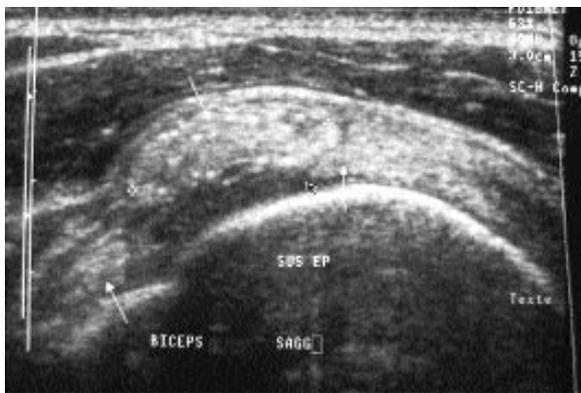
Calcification échographique sans cône d'ombre (stade 3).
